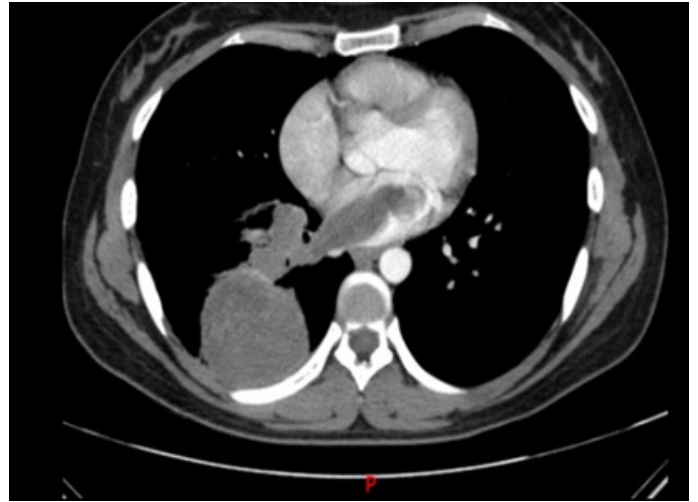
Angiotomografía de Tórax. Masa hipodensa en la aurícula izquierda de 3x4 cm que compromete las venas pulmonares derechas y está en contacto con masa pulmonar parahiliar derecha
